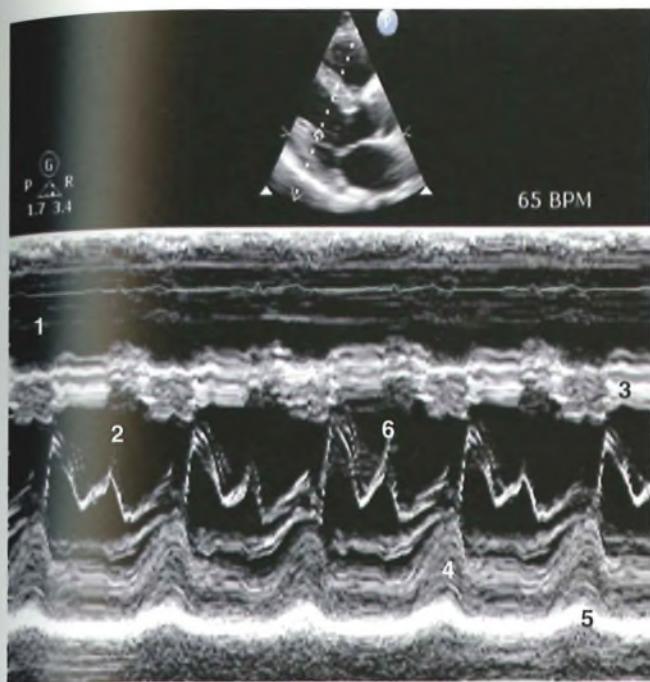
Ecocardiogramma normale: sono apprezzabili le cavità ventricolare destra (1) e sinistra (2), separate dal setto interventricolare (3), la parete posteriore del ventricolo sinistro (4) ben delineata dalla linea iperecogena del pericardio (5) e il normale movimento di apertura e di chiusura dei lembi valvolari mitralici (6).
